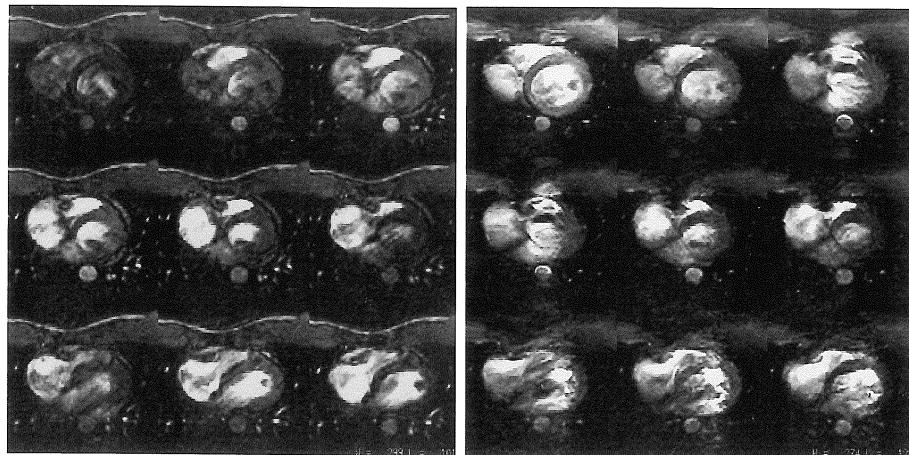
Transverse cine MR images of the heart of a healthy person in the mid-left ventricular level. K-space segmented fast gradient echo images (left) and 8-shot echo planar images (right).
